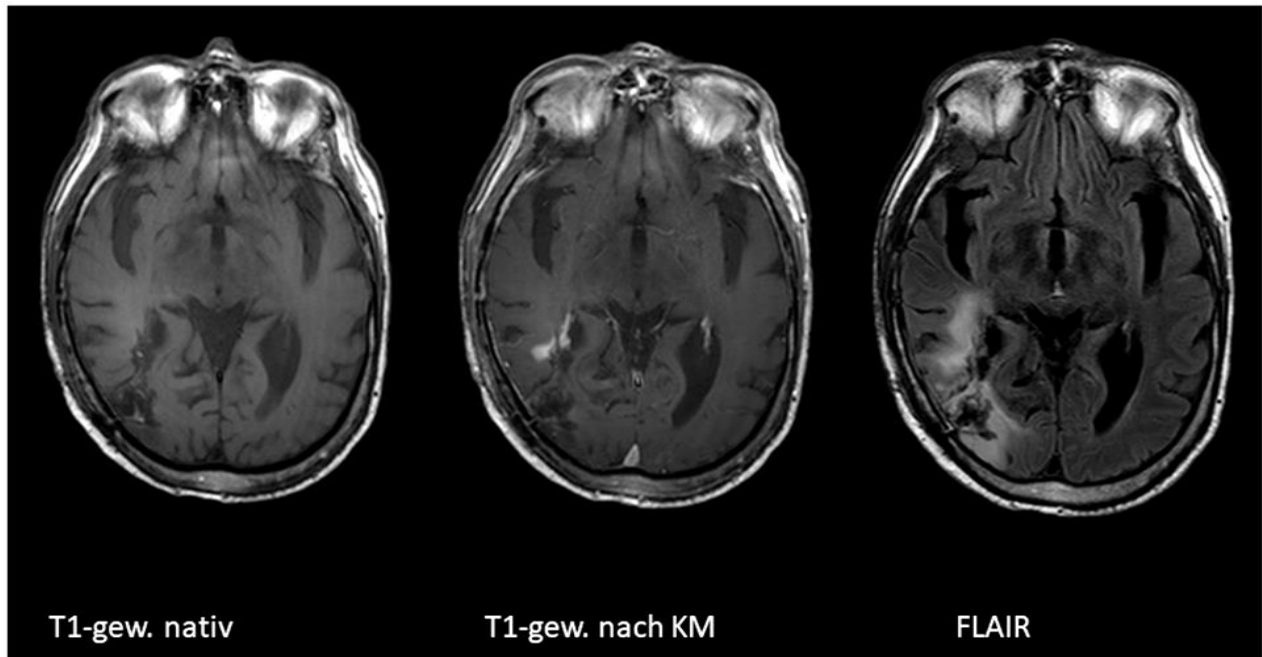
Pseudoprogess. Axiale MRT-Schnittbilder in T1-Gewichtung vor und nach Kontrastmittel und FLAIR. Zur Darstellung kommt eine kontrastmittelanreichernde Läsion lateral des Cornu occipitale des rechten Seitenventrikels, welche im weiteren Therapiemonitoring als Pseudoprogess gewertet wurde.
